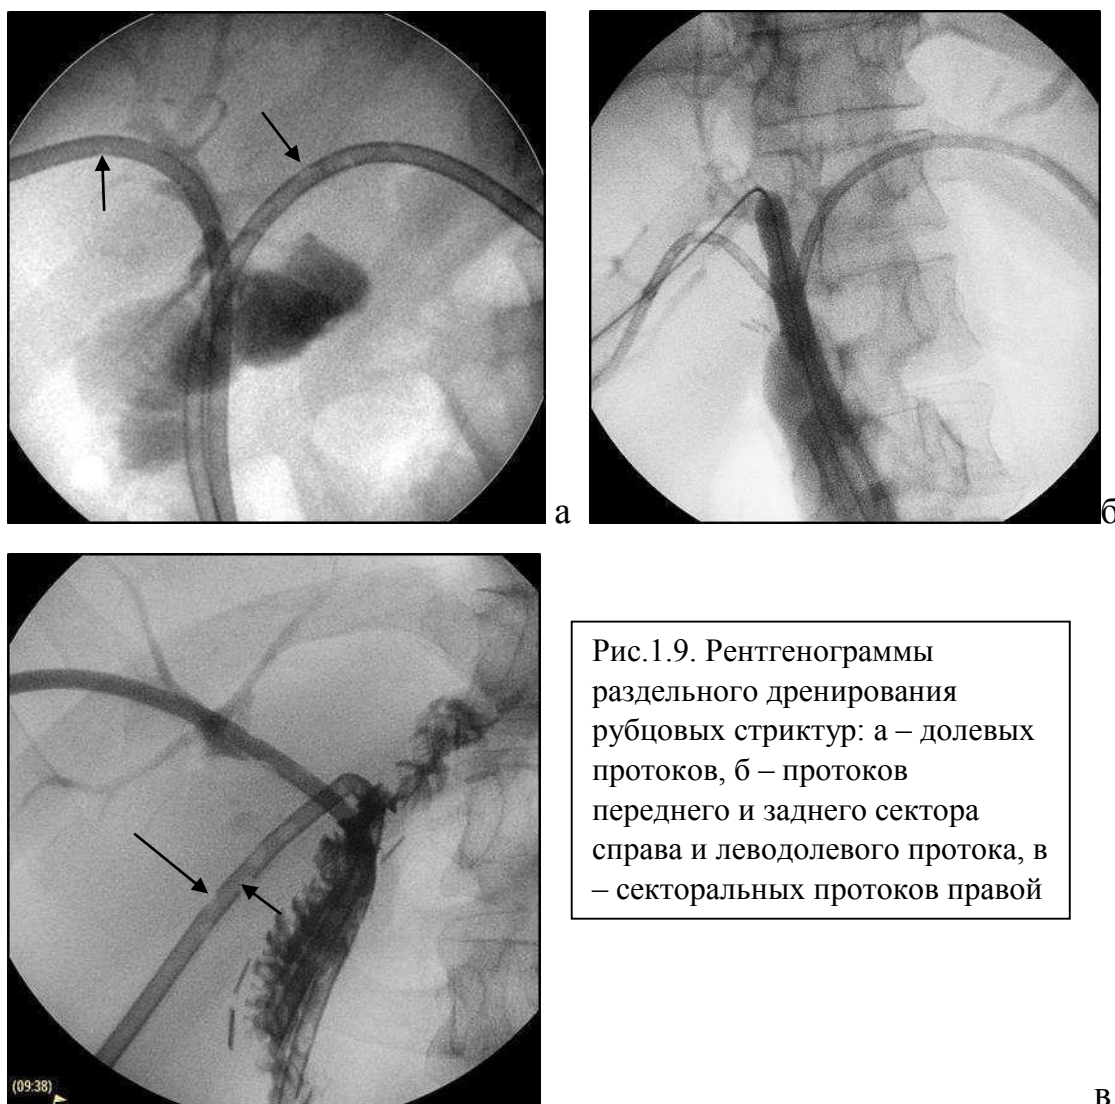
Рентгенограммы отдельного дренирования рубцовых стриктур: а – долевого протока, б – протоков переднего и заднего сектора справа и левого протока, в – секторальных протоков правой
